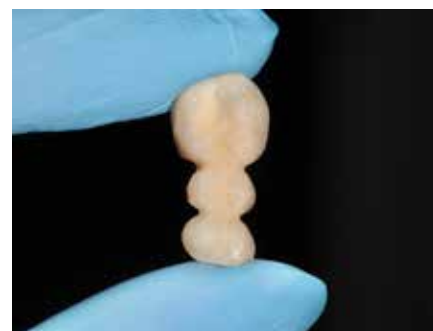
Bridge provisoire fabriqué avec TEMPSMART DC
